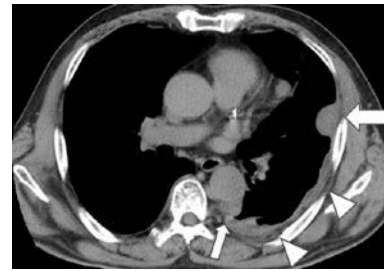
Unenhanced chest computed tomography (CT) images show irregular diffuse pleural thickening (arrowheads) on the left lung and several subpleural tumor shadows on the upper lobe of the left lung (arrows).
